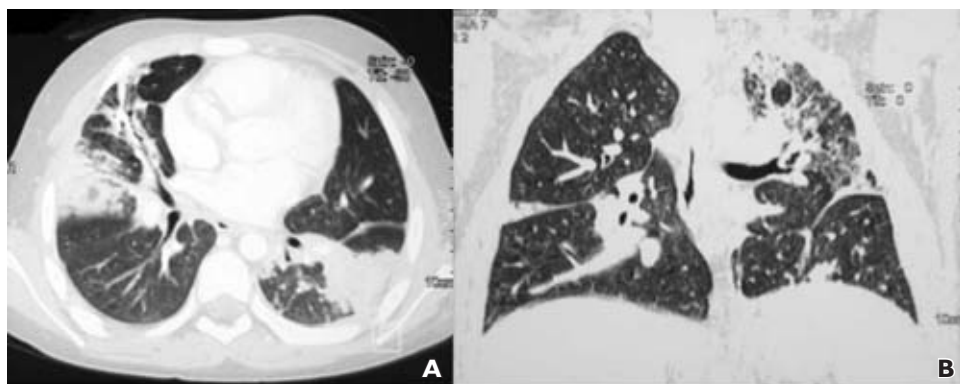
Tomografía computada de tórax. A. El corte axial muestra extensión de la lesión a lóbulo medio. B. Reconstrucción coronal de la tomografía.
